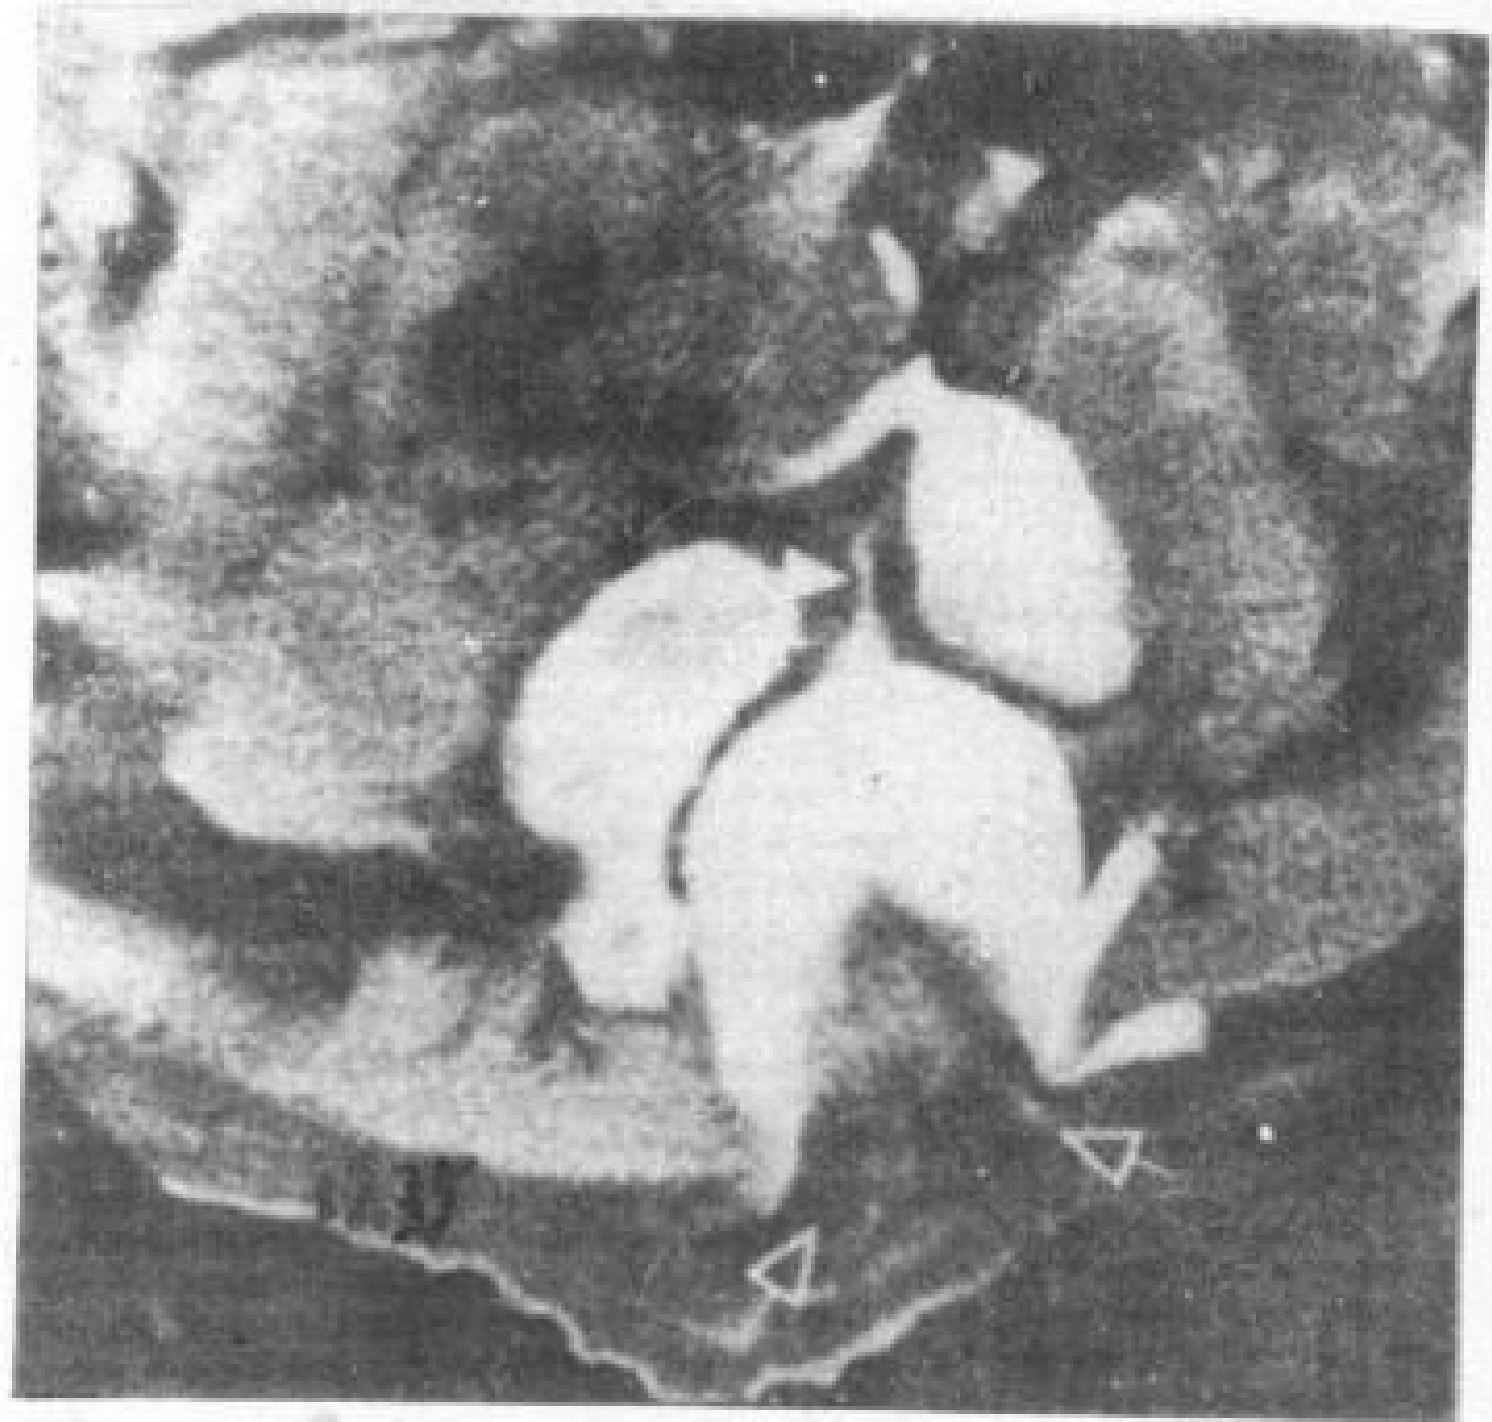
脊索分裂综合症。CT脊髓造影看到前后脊柱裂。背脂肪瘤(空箭头)伸入基板表面。致密的前管道(实箭头)通过前脊柱裂。
